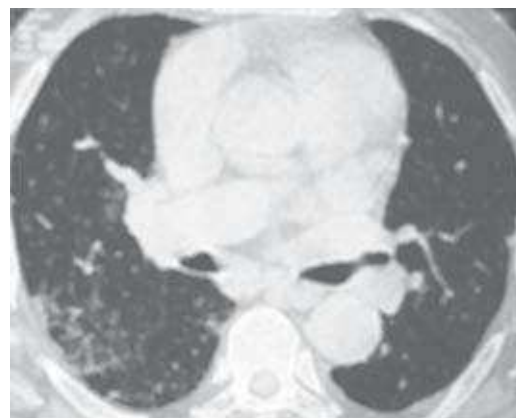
TC torácica (2-12-2003)
